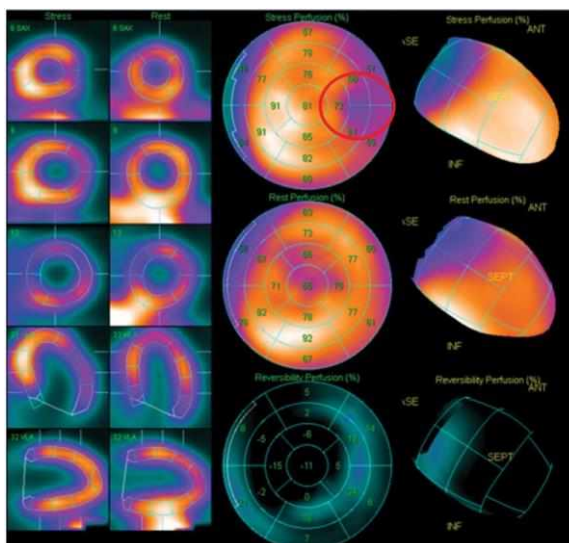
Сцинтиграфия миокарда
